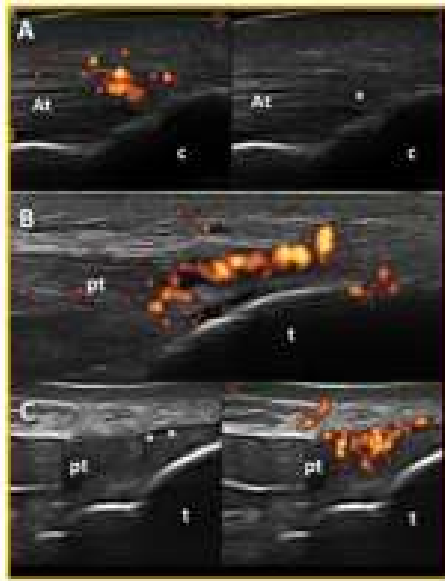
Immagini ecografiche rappresentative di impegno delle entesi in 4 pazienti con LES
